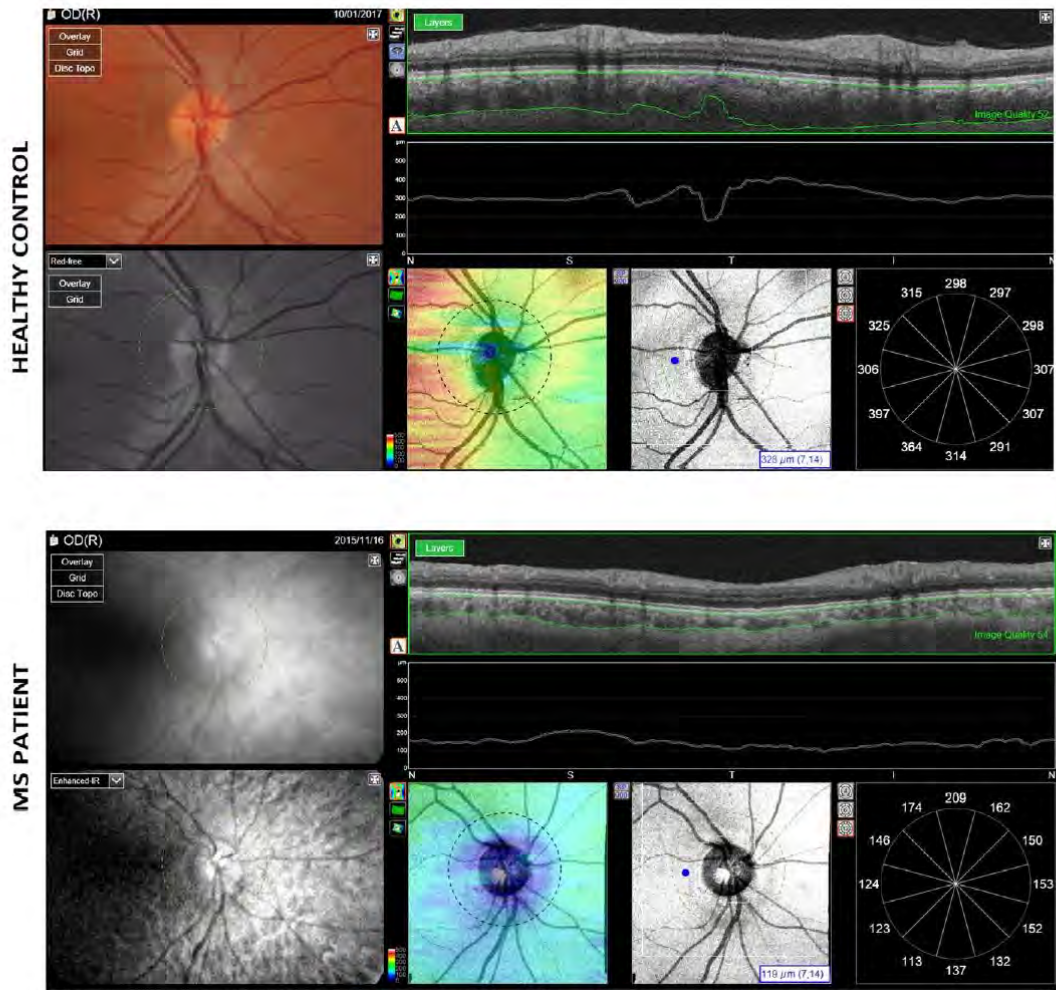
Image of the choroidal analysis report obtained with Deep Range Imaging (DRI) optical coherence tomography (OCT) Triton (Topcon Corporation, Tokyo, Japan) from the right eye of a healthy patient and from the right eye of a patient with multiple sclerosis (MS). The report includes the automatic delimitation of the choroidal layer, the 26 × 26 cube-grid and the mean thickness in 12 sectors.
